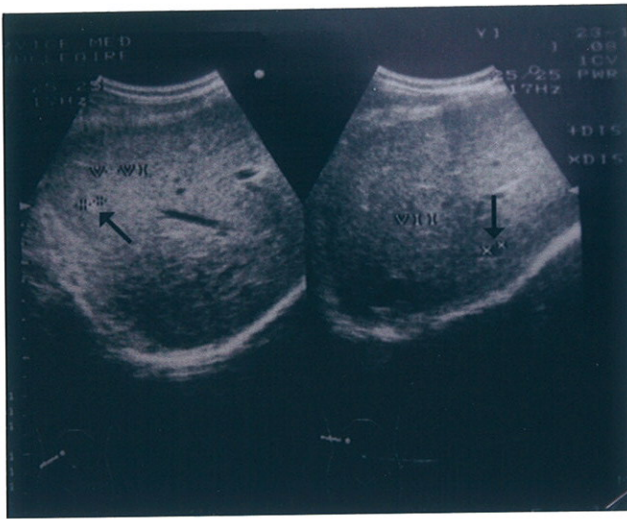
Lésions suspectes sur l'échographie abdominale
